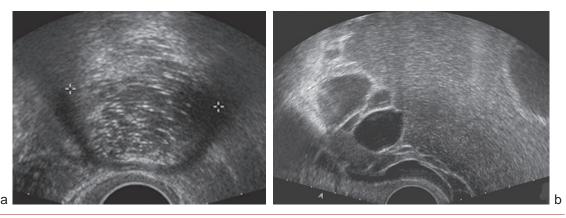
Aspects échographiques de masses ovariennes. a. Kyste dermoïde. b. Cystadénome mucineux.
